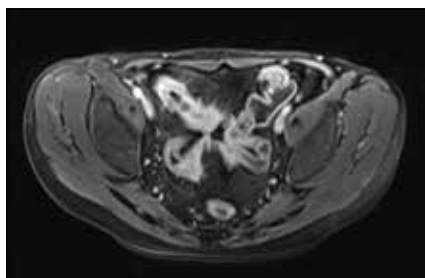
Phénotype pénétrant de MC en Entéro-IRM ; fistule iléo-iléale (coupes pondérées en T1 après injection de Gadolinium)
